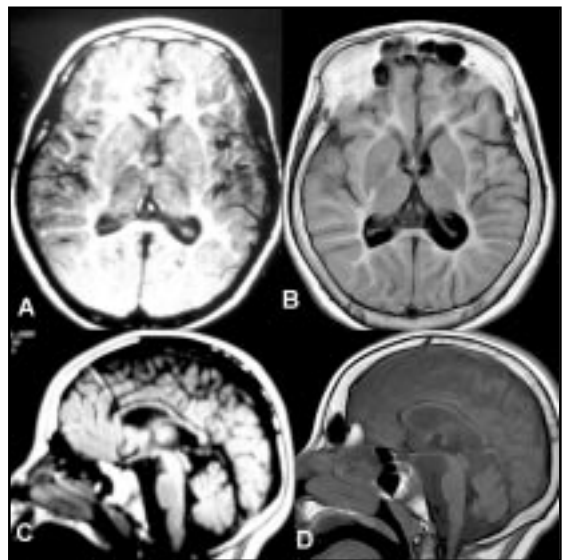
RM de la paciente a la edad de 5 y 12 años en las cuales se evidencia inicialmente marcada alteración de la señal de sustancia blanca supratentorial (A corte axial Flair) y adelgazamiento del cuerpo caloso (B sagital T1W). En control actual, 7 años después, se evidencia ventriculomegalia *ex vacuo*, disminución de la cantidad de sustancia blanca que mantiene alteración de señal (C corte axial Flair) y mayor destrucción del cuerpo caloso con disminución tamaño del vermis cerebeloso (D sagital T1W).
